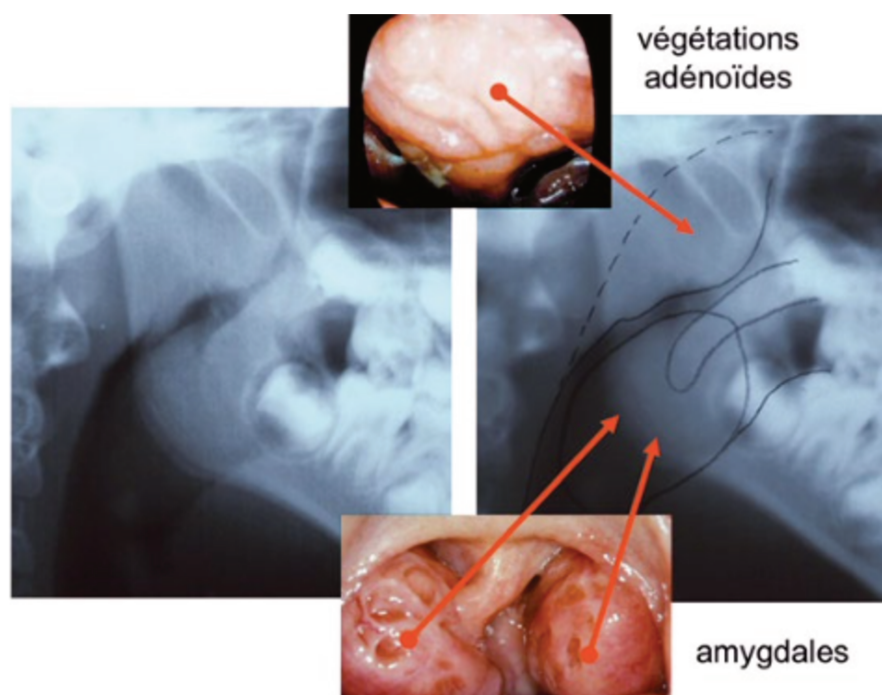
Radiographie de profil et endoscopie objectivant l'étranglement de la voie aérienne supérieure [6]
